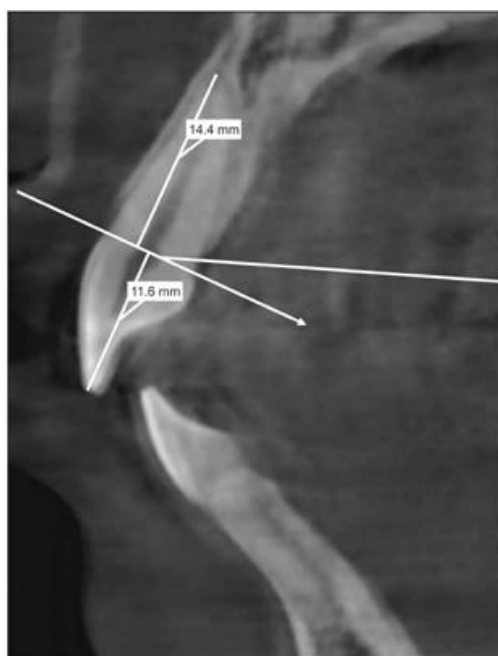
Imágenes de tomografía computarizada Cone Beam de mediciones de la corona y la raíz. Vista sagital. Fuente: <https://synapse.koreamed.org/ViewImage>. Corea J Orthod. 2017 Ene; 47 (1): 39-49.
